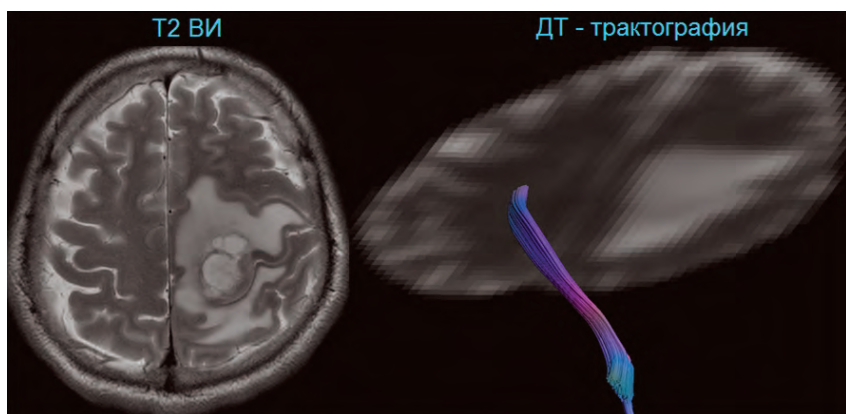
Визуализация кортикоспинальных трактов у пациента с метастазом рака легкого в левой лобно-теменной области головного мозга. Левый кортикоспинальный тракт отсутствует по данным диффузионно-тензорной МР-трактографии (вследствие снижения фракционной анизотропии в зоне отека), в то время как у пациента в неврологическом статусе имеется лишь легкий гемипарез.
